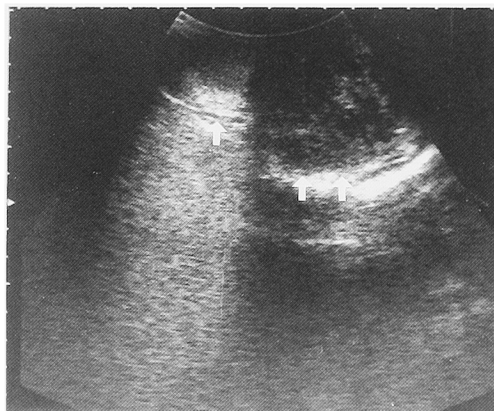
Ultrasound of left scrotum. The border of the left testis (†) and the tumor (††) was unclear.
